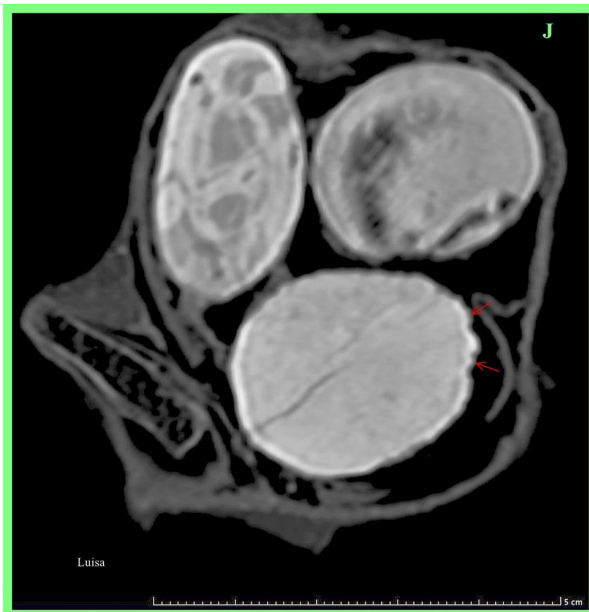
TC 2D coronal (imagen izquierda) de 'Luisa' que muestra los 3 huevos grandes hiperdensos. La forma de los huevos varía de redondeada a ovalada. Se observan cáscaras delgadas y relativamente más hiperdensas, con arrugamiento (flechas rojas) en el huevo mayor, sugestivo de cáscara blanda. Los huevos contienen material de densidades diferenciales sugestivo de embriones, mejor mostrado en la reconstrucción TC 3D (imagen derecha).
